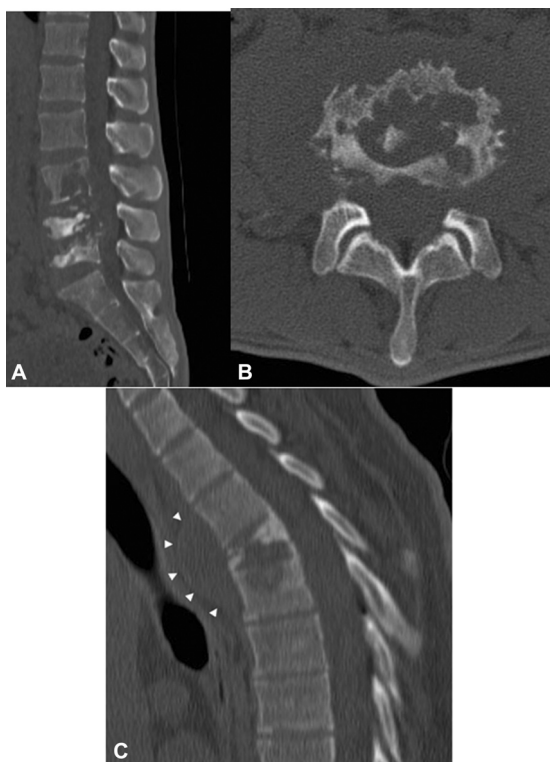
Tomografia computadorizada da coluna lombossacral. (A,B) Presença de colapso dos corpos vertebrais, erosão nas placas terminais (sagital) e lesões em saqueta (axial). (C) Presença de área de abscesso na região anterior dos corpos vertebrais (pontas de seta brancas).
